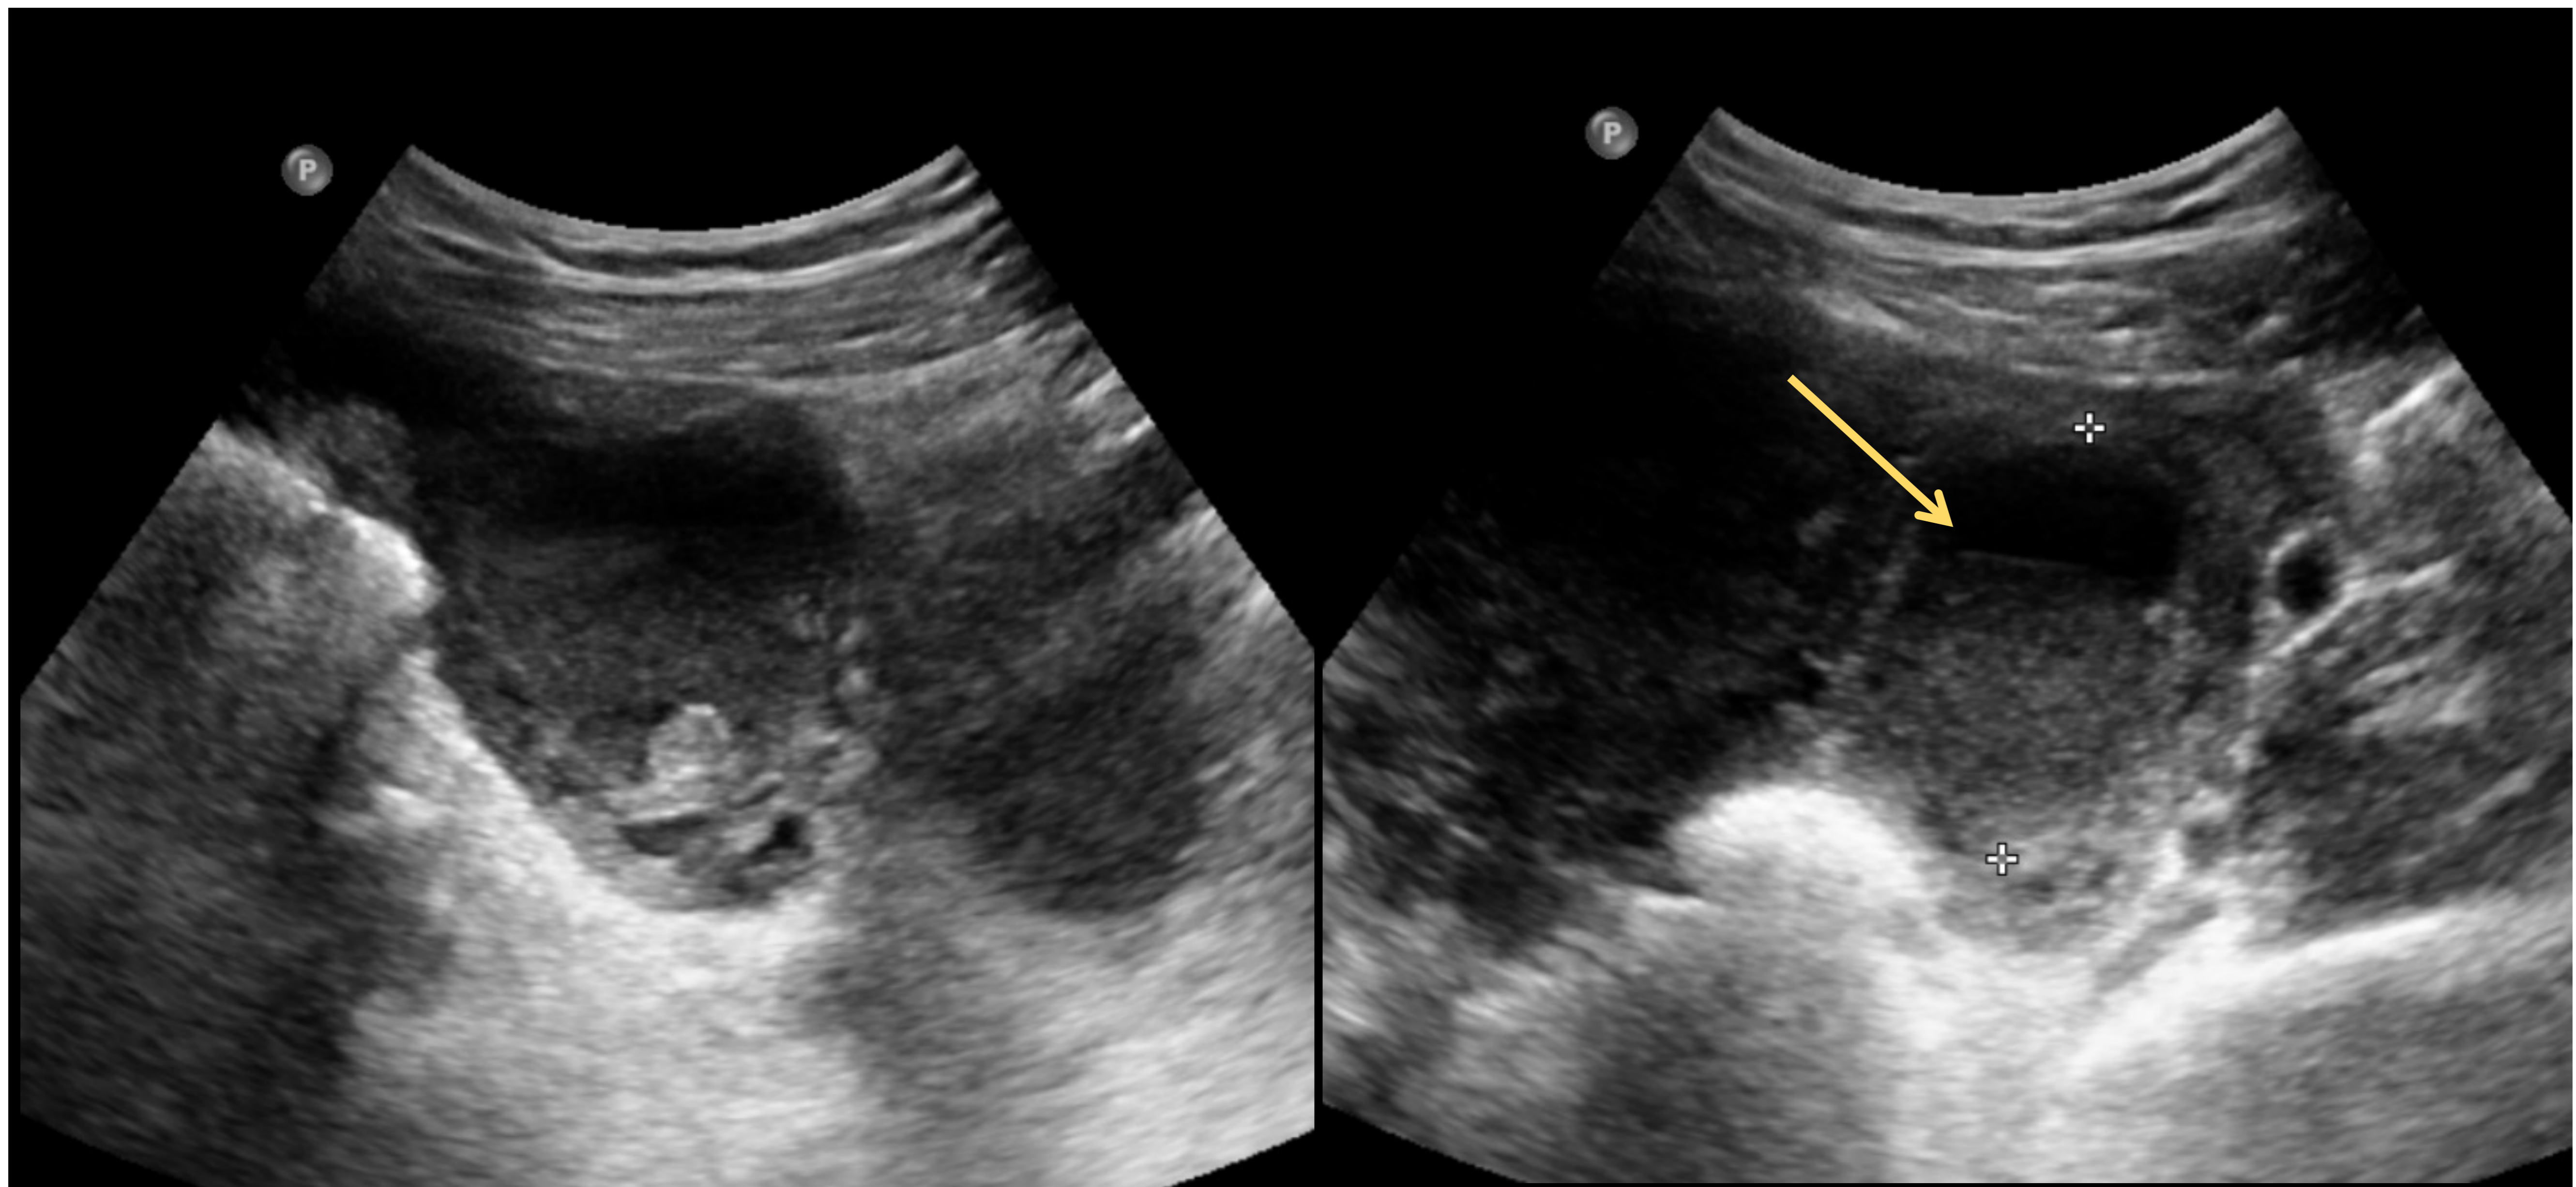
Endometrioma ovárico. Paciente de 43 años sin antecedentes de interés que acude a urgencias con defensa abdominal y dolor en pelvis de instauración brusca. La ecografía abdominal muestra una lesión quística que presenta paredes gruesas con ecos internos de bajo nivel formando un nivel líquido-líquido (→) en región teórica de anejo izquierdo. Fue derivada al servicio de ginecología donde se confirmó el diagnóstico de endometrioma ovárico.
